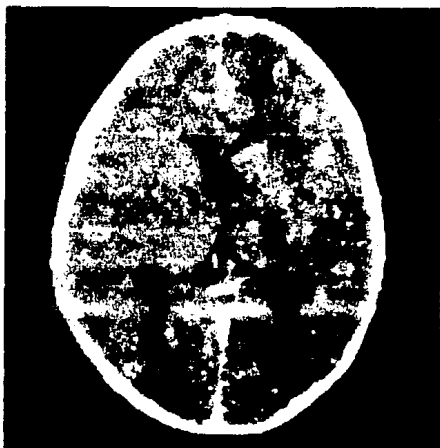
Tomografía contrastada. Se observan múltiples imágenes anulares, localizadas predominantemente en regiones frontales y occipitales, algunas con edema perilesional. (Encefalitis Multifocal).
